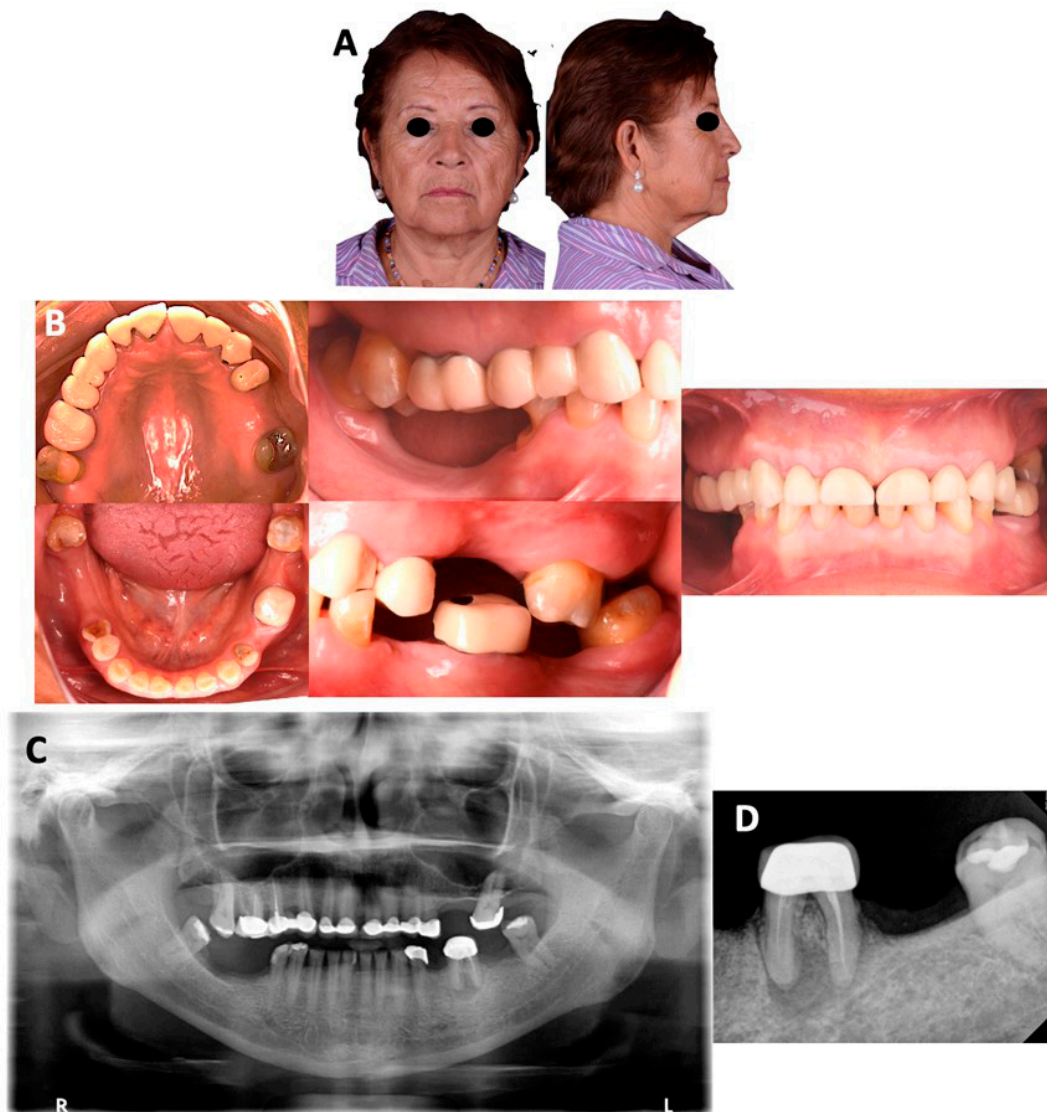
Fotografías extraorales, intraorales y radiografías iniciales. A. Fotografía de frente y lateral derecha. B. Fotografías intraorales iniciales (oclusal superior e inferior, frontal y laterales). C. Ortopantomografía. D. Radiografía dentoalveolar del diente 36.
